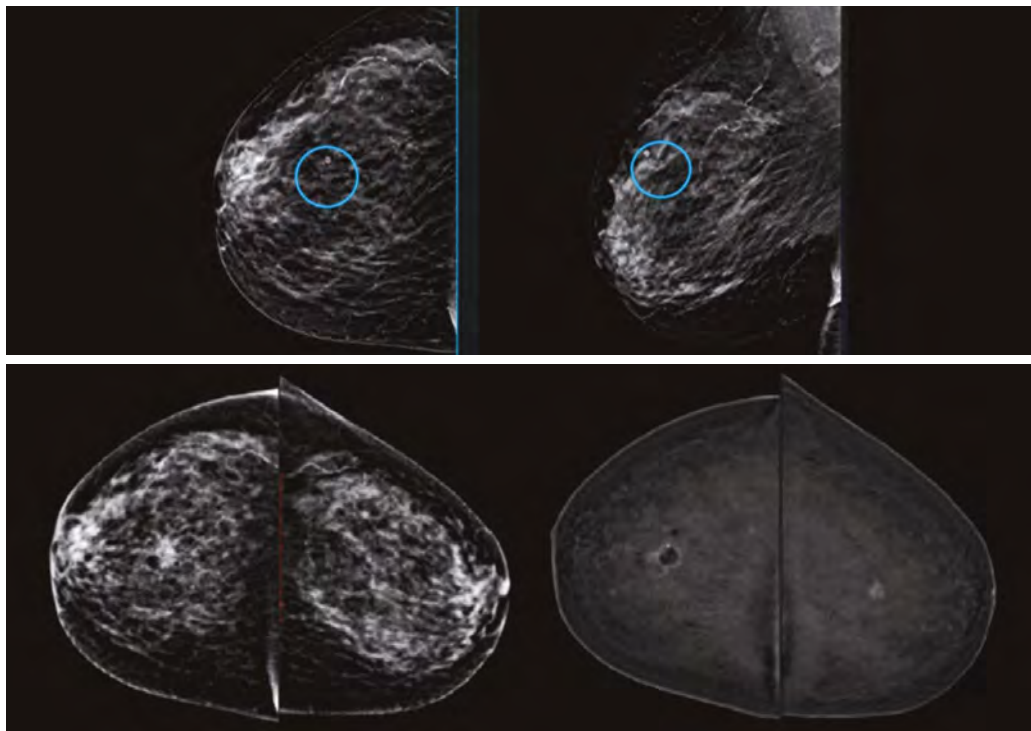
diagnóstico de lesión contralateral. Paciente con mama de densidad ACR C. En las imágenes superiores se observa en UCS de la mama derecha un nódulo espiculado, fue biopsiado con resultado de CDI de mama. La paciente no aguantó el estudio de RM por lo que se realizó CEM para estadificación. En la mama derecha se observan en la mamografía convencional los cambios posbiopsia que en la CEM asocia un realce en anillo sugestivo de lesión residual, y en la mama contralateral otro nódulo sospechoso hipercaptante imperceptible en las imágenes sin contraste, el que se biopsia con resultado también de CDI
